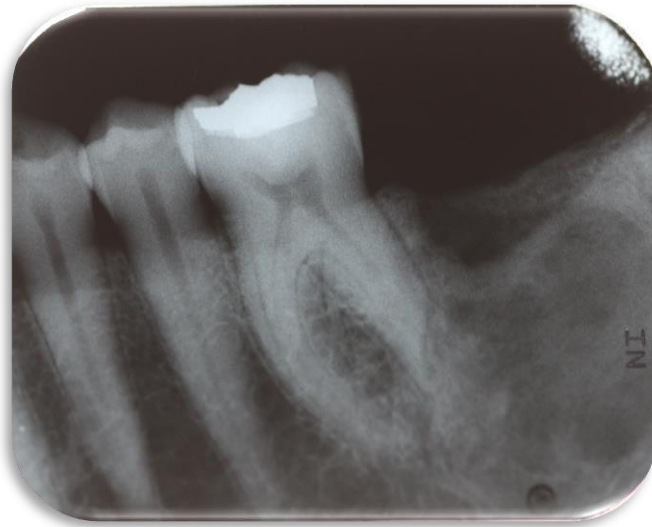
Ortopantomografía 4-abril-2016 donde en la lesión logra observarse con una mayor radiopacidad.
